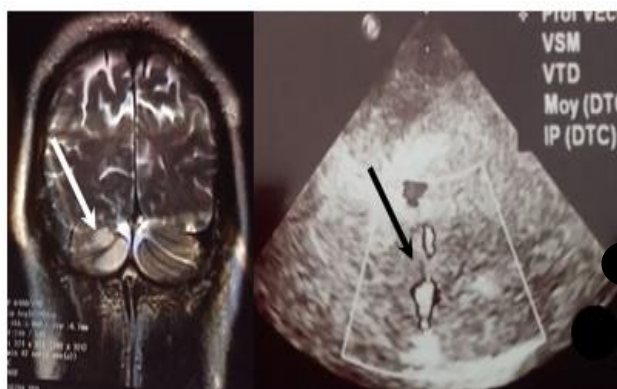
Cas 3 : Infarctus cérébelleux postéro-inférieur droite (IRM cérébrale séquence Flair) avec thrombose du segment V2-V3 de l'artère vertébrale droite (Doppler transcrânien)
